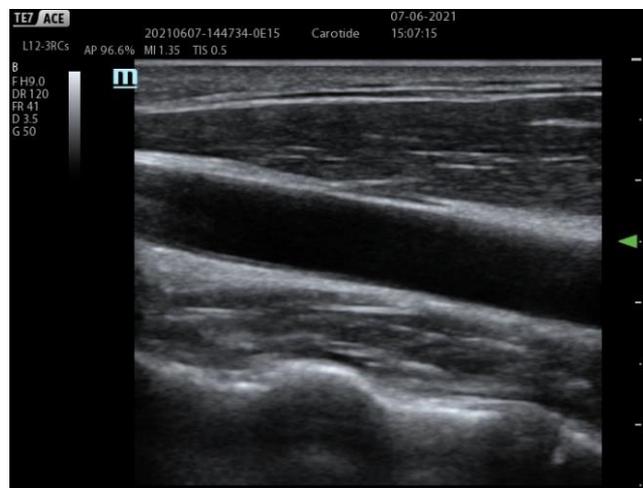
Visualisation échographique d'une carotide en image B
